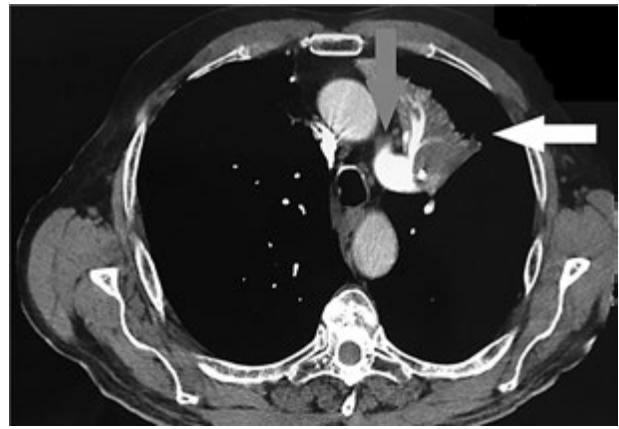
CT of patient P. The white arrow indicates the tumor in the upper left lung, while the gray arrow indicates the left pulmonary artery
